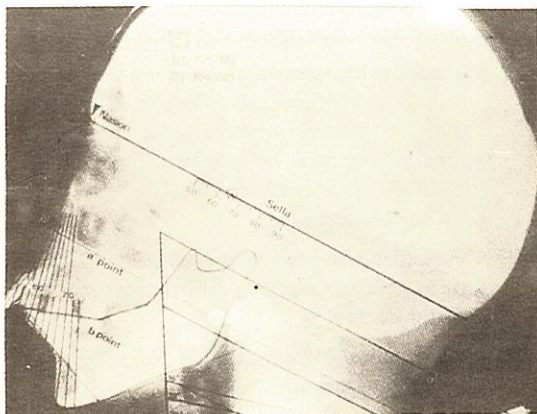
Telerradiografía con superposición del orthogrid. 1er. caso clínico.
